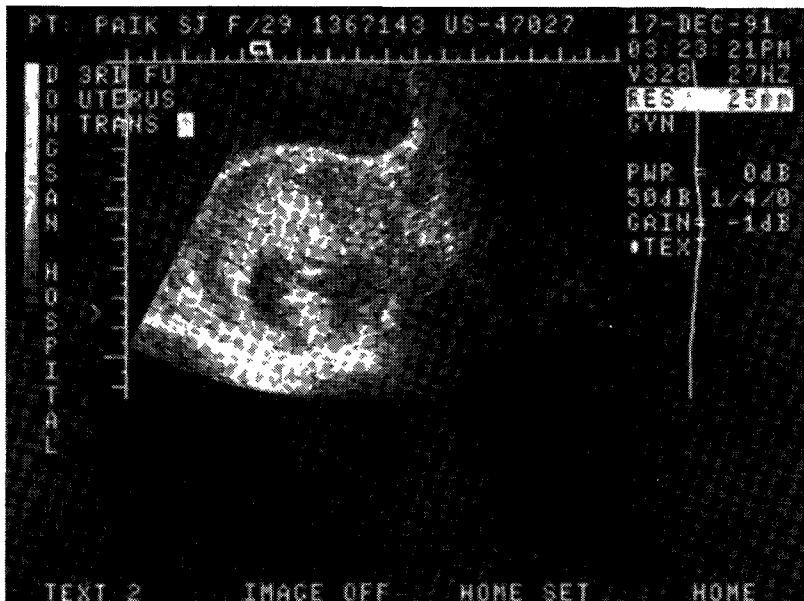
Ultrasonographic finding of gestational sac c good fetal heart beat at pregnancy 12 weeks.
